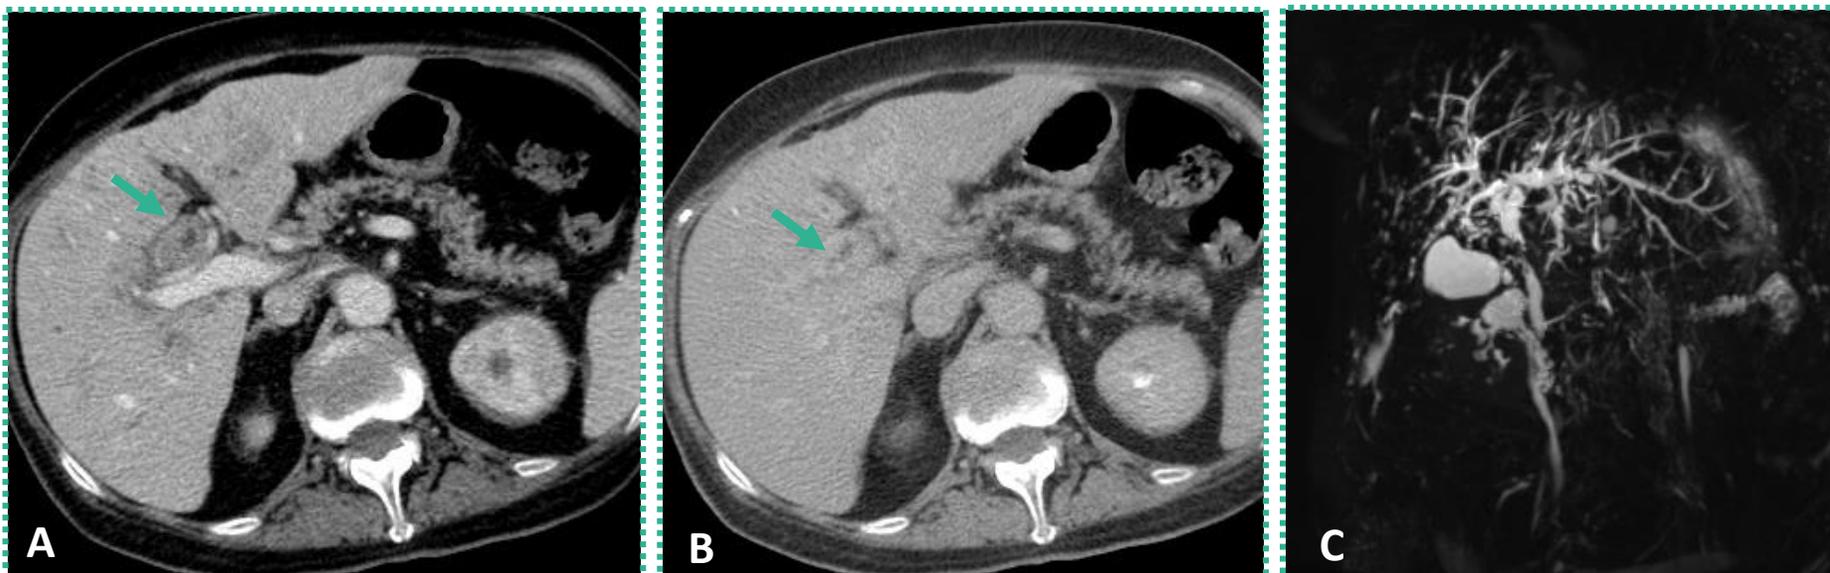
TC com contraste (A, fase portal; B, fase tardia), CPRM (C) – CE-IgG4
